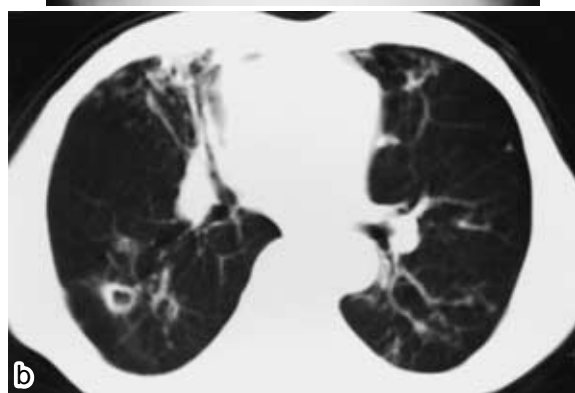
a) Chest radiograph and b) CT scan on admission of case 1 showing a small nodular shadow with bronchiectasis in the right middle lobe, lingular segment and the left lower lobe, and a small cavity in the right lower lobe.
